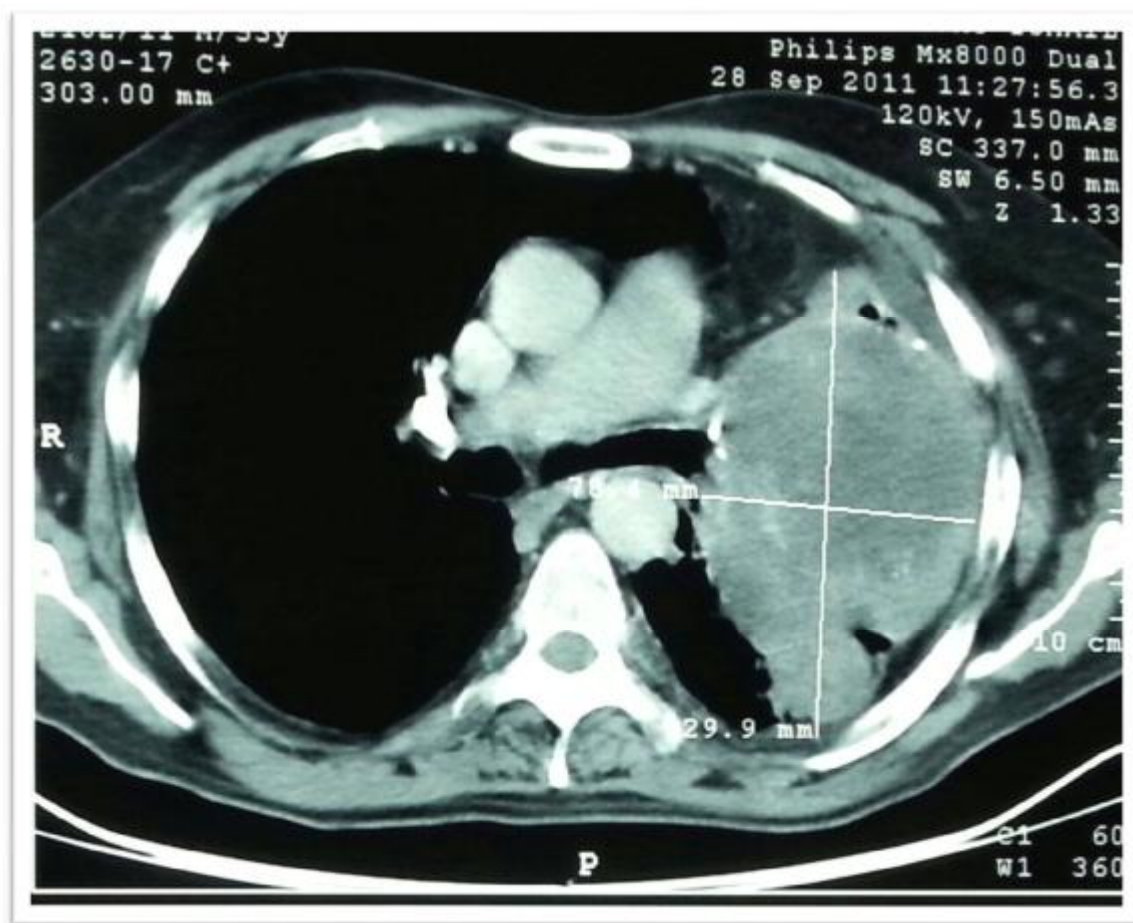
coupe horizontale d'une TDM thoracique montrant une masse tumorale assez importante de l'hémithorax gauche avec des adénopathies de la chaîne médiastinale antérieure gauche.
